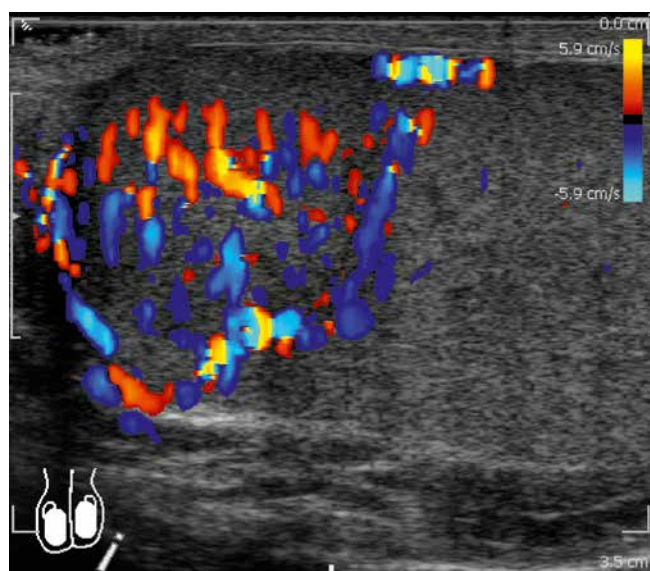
Ultrasound scan with color Doppler imaging. The vasculature of the upper pole of the left testis is distinctly larger than that of the remaining testicular tissue
